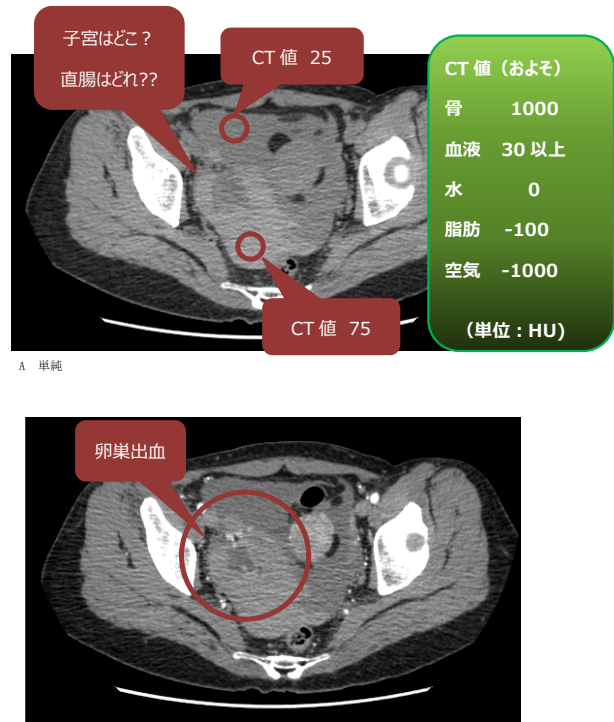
A 女性骨盤の単純（造影前）CT画像と主なCT値
